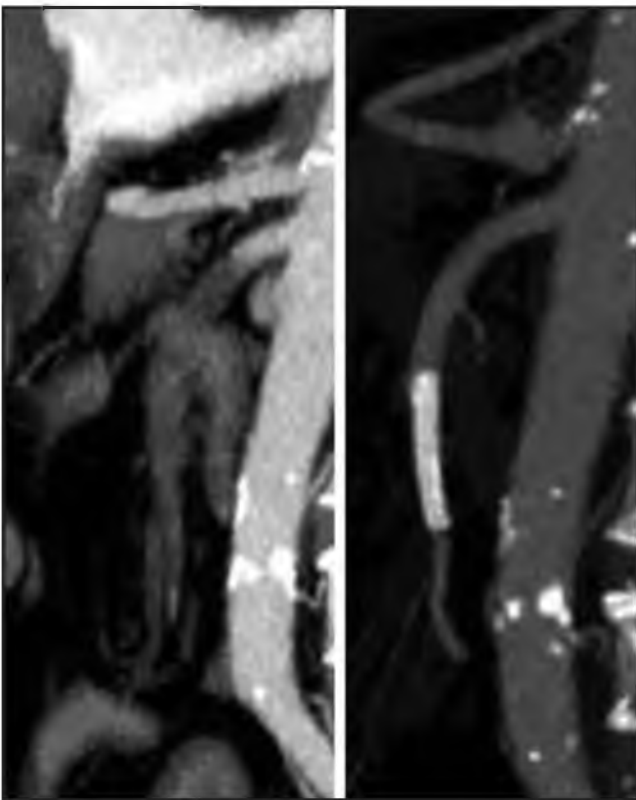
КТ с внутривенным усилением, артериальная фаза. На мультипланарной сагиттальной реконструкции продемонстрирован эффект тромбозэкстракции с последующей установкой стента в верхней брыжеечной артерии. До операции в просвете верхней брыжеечной артерии определяется тромб. После операции просвет ВБА с установленным стентом
